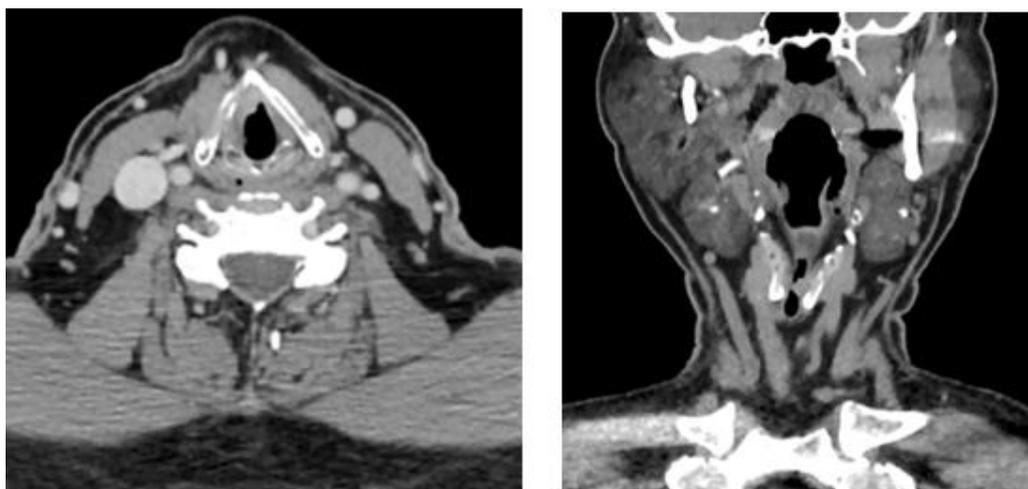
Тот же пациент. Данные КТ: определяется опухоль на широком основании с распространением на переднюю комиссуру и в желудочек гортани
